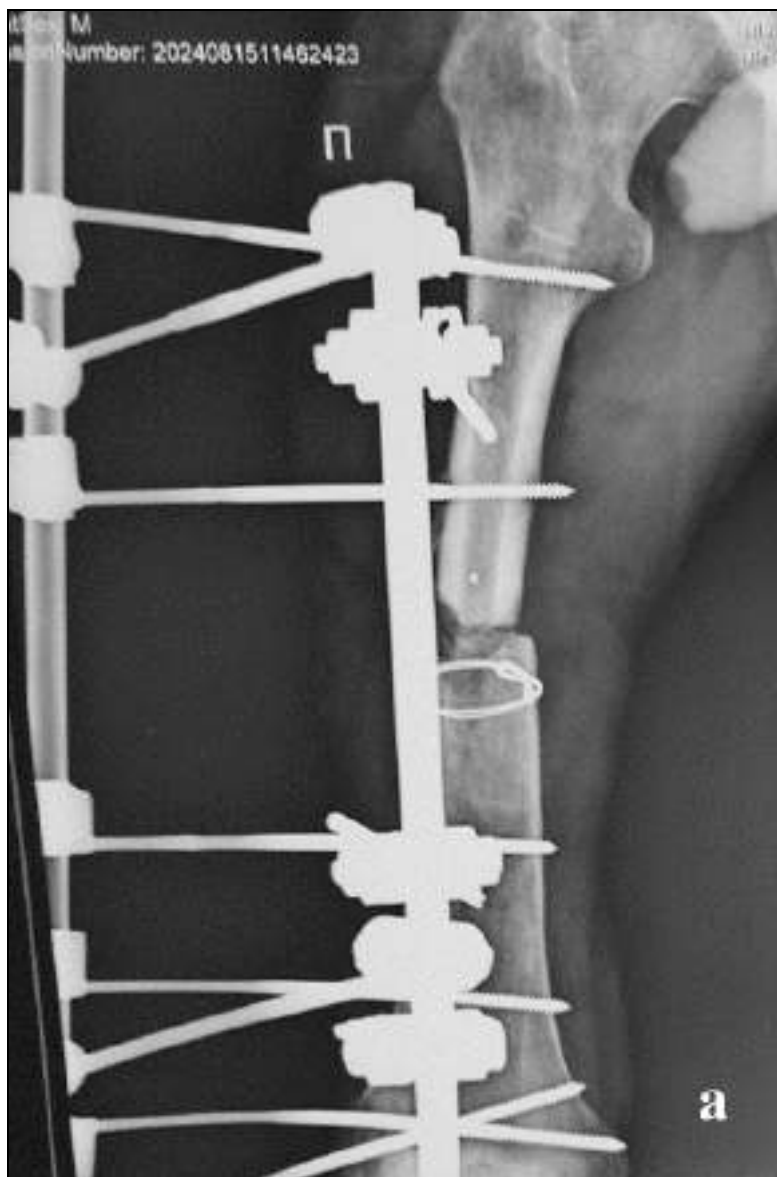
а. Фотовідбиток рентгенограм: а - вогнепальний осколковий перелом середньої третини правої стегнової кістки з дефектом кісткової тканини, МОС АЗФ.
